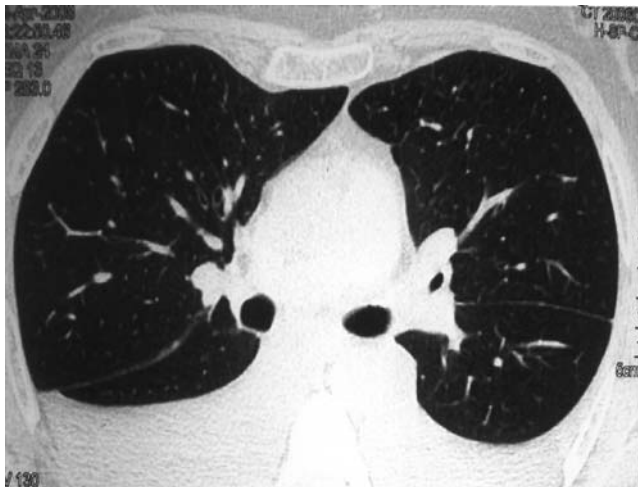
Tomografia computadorizada de tórax demonstrando derrame pleural bilateral
